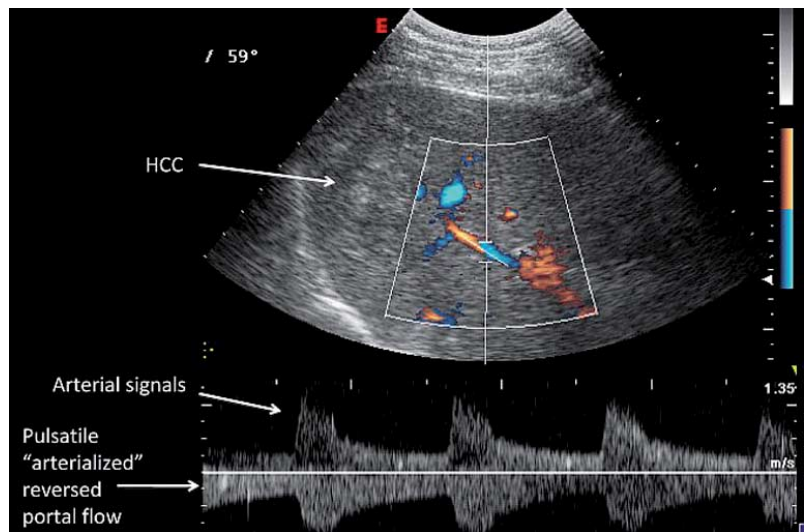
Sowohl arterielle als auch portale Strömungssignale der Segmentgefäße (Segment 7) werden mit einem rechten Interkostalschnitt in einem Doppler-Gate erfasst. Beim Patienten erfolgte zuvor eine Radiofrequenzablation eines hepatozellulären Karzinoms (HCC), das an einem inhomogenen Gewebeareal erkannt wurde. Die vorangegangene Behandlung hat vermutlich die Entstehung von intrahepatischen arterioportalen Fisteln begünstigt, die einen Umkehrfluss in der Pfortader mit gepulstem Muster herbeigeführt haben.
